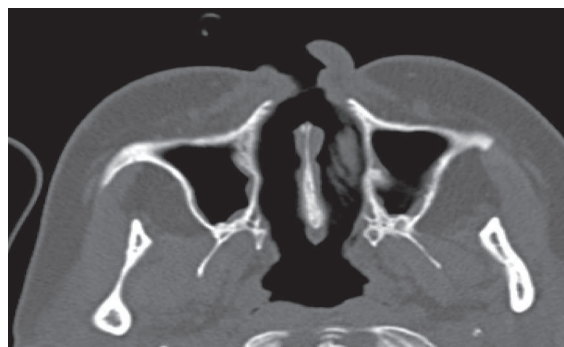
Le CT-scan préopératoire montre que la largeur de la branche montante du maxillaire dans les régions paranasales est d'environ 2 mm, ce qui n'est pas suffisant pour assurer la stabilité d'implants.
